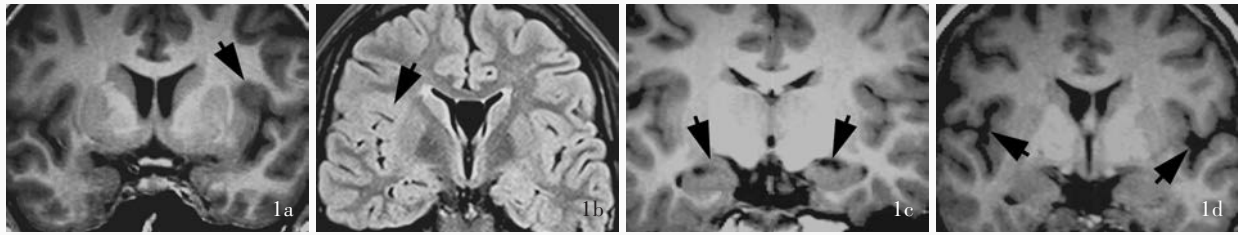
术前MRI检查所见 1a 例1横断面T<sub>1</sub>WI显示左侧岛叶呈局灶性皮质发育不良改变(箭头所示) 1b 例4横断面FLAIR成像显示右侧岛叶上环岛沟转折处呈局灶性皮质发育不良改变(箭头所示) 1c 例7横断面T<sub>1</sub>WI显示双侧海马呈萎缩性改变(箭头所示) 1d 例5横断面T<sub>1</sub>WI显示侧裂、脑沟轻度增宽(箭头所示),提示脑萎缩
